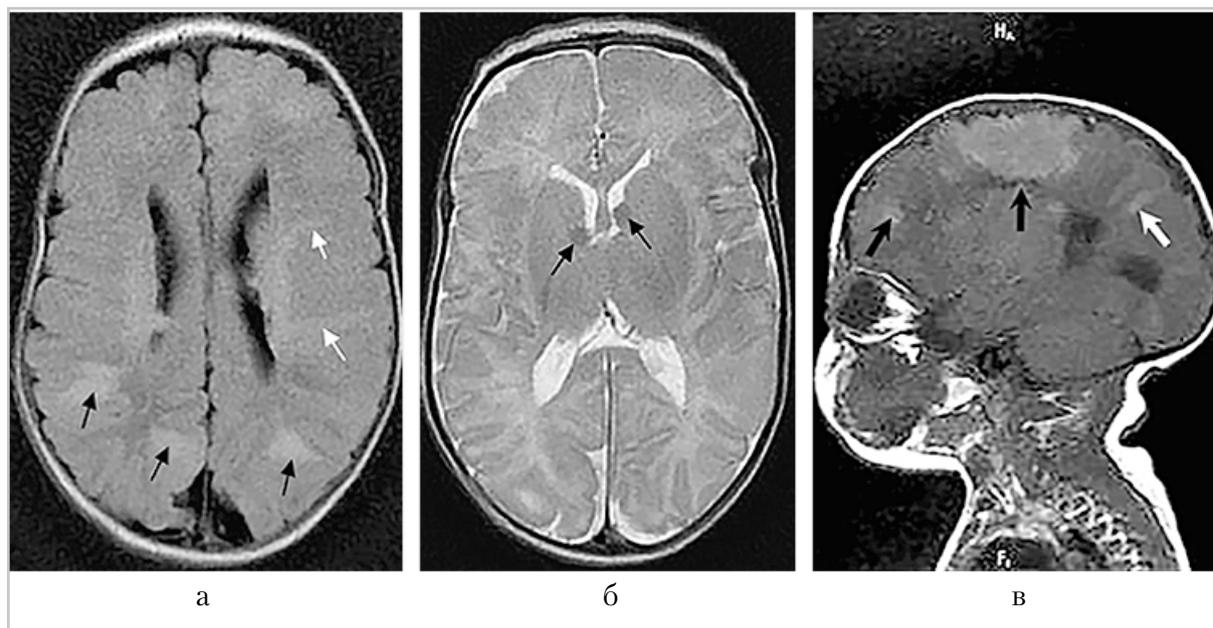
МР-томограммы головного мозга ребенка в 1 месяц жизни: *а* – аксиальная плоскость в режиме FLAIR, миграционные тракты (белые стрелки), туберы (черные стрелки), *б* – аксиальная плоскость в режиме T2-ВИ, субэпендимальные узлы (черные стрелки), *в* – сагиттальная плоскость в режиме T1-ВИ, миграционные тракты (белая стрелка), туберы (черные стрелки)
